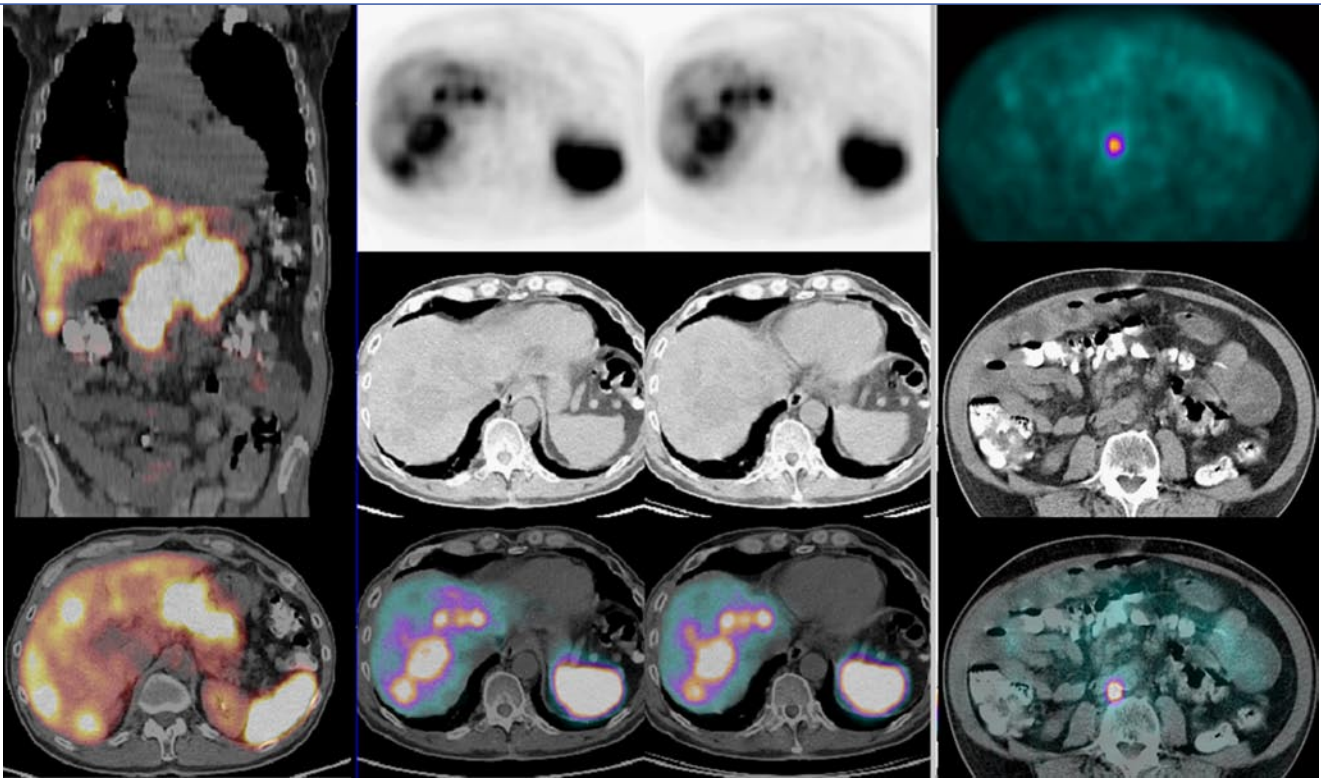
▲ ⁶⁸Gallium-DOTA-NOC-Rezeptor-PET/CT vor Radiorezeptortherapie: ausgedehntes, inoperables neuroendokrines Pankreaskarzinom (koronaler und transversaler Schnitt links) mit ausgedehnten SMS-R-positiven Lebermetastasen (Mitte: transversale PET oben, CT Mitte und fusionierte PET/CT unten) sowie unter 6 mm große prävertebrale Lymphknotenmetastase (rechts transversale Schnitte)
